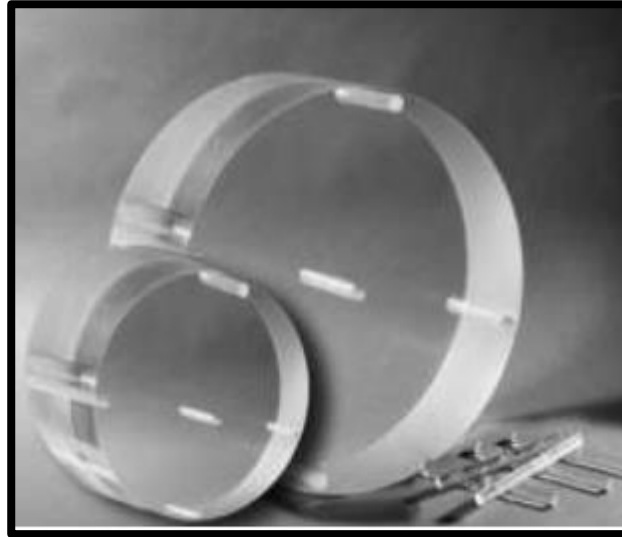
Fantoma estándar de 16 y 32 cm de PMMA para realizar dosimetría en TC.*
